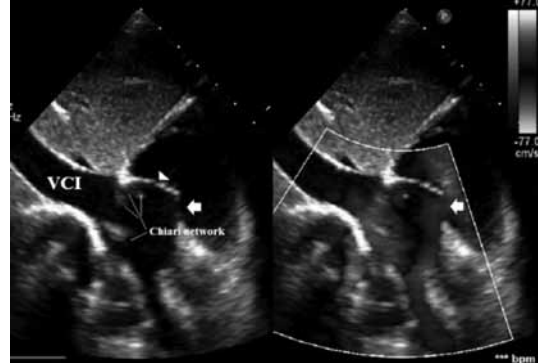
Trans-thoracic echocardiogram revealed Chiari network in the RA. ASD (white arrow), atrial septum (arrowhead), VCI; vena cava inferior.
